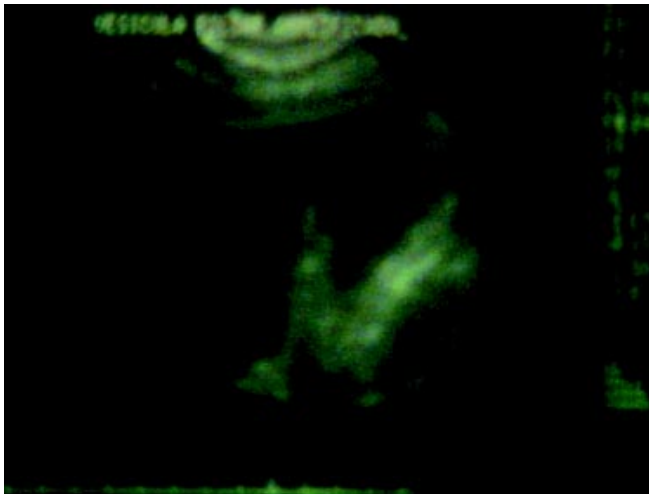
Ultrasonido hepatobiliar, en el que se encuentra engrosamiento con imagen de doble pared vesicular.
